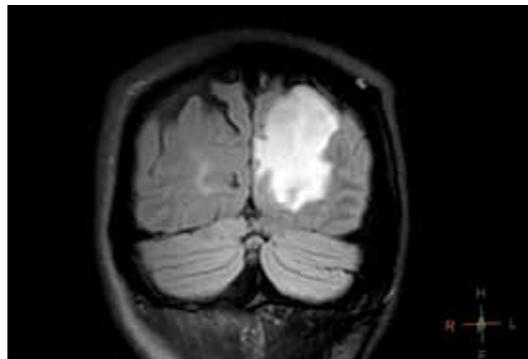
МРТ в режиме T2 FLAIR (инверсия — восстановление при подавлении сигнала от жидкости), визуализируется зона перифокальной реакции
